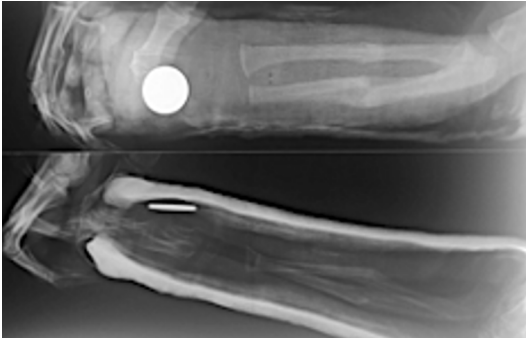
Radiografía de antebrazo inmovilizado en un yeso moldeado, evidenciándose la presencia de cuerpo extraño metálico dentro del mismo.
